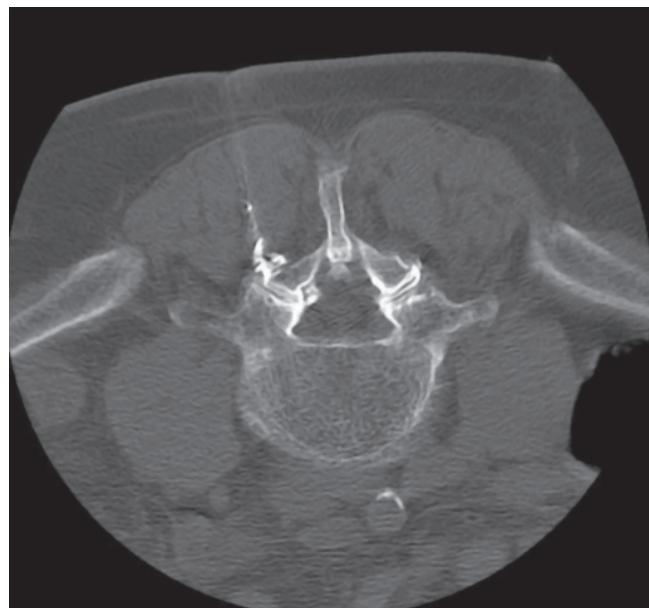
B. Bloqueo facetario guiado por TAC + Artrografía.
